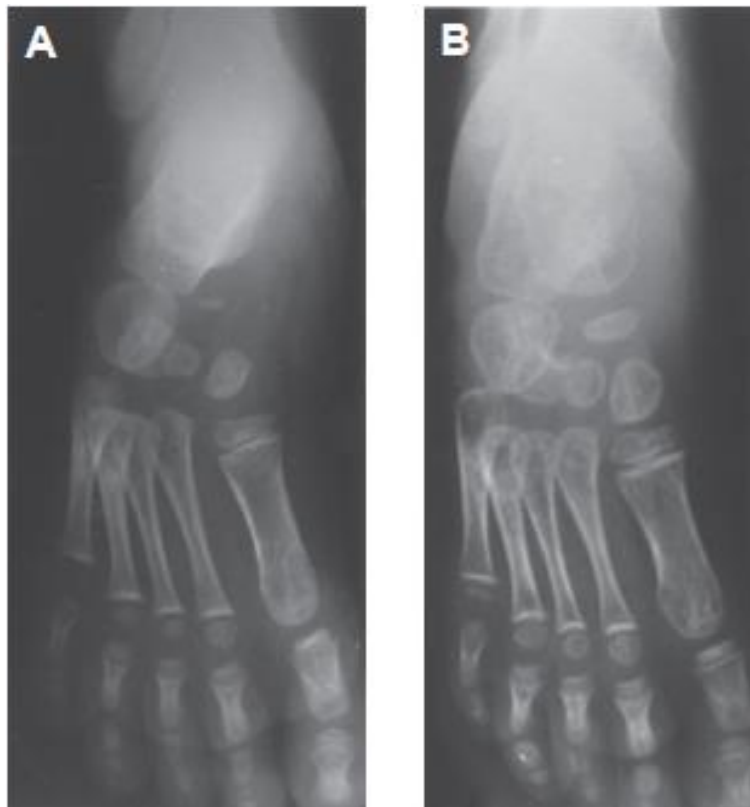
y 39B Radiografía anteroposterior de un niño de 4 años tomada antes (A) y 6 meses después de la tranferencia del tibial anterior a la tercera cuña (B). El ángulo astrágalo calcáneo ha mejorado.
